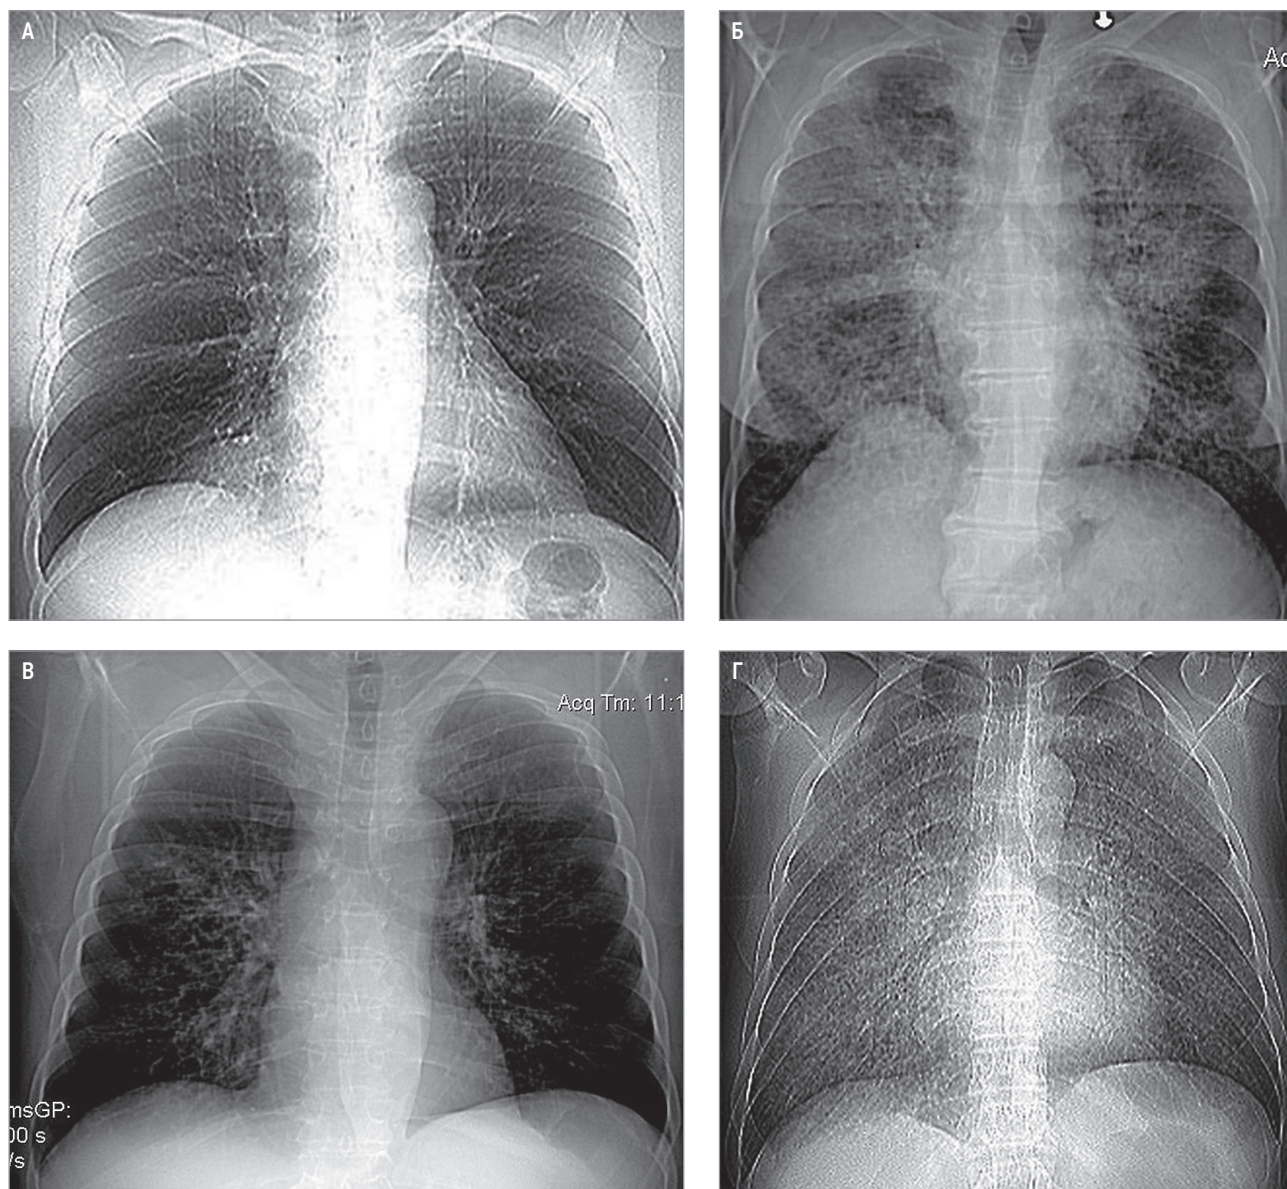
Варианты рентгенологической картины легочного альвеолярного протеиноза: А – отсутствие изменений на рентгенограммах; Б – двусторонние мелкоочаговые затенения, имеющие тенденцию к слиянию и локализованные преимущественно в средних легочных полях; В – прикорневая крупноочаговая деформация легочного рисунка в результате суммации уплотнения внутри- и междолькового интерстиция; Г – равномерное двустороннее снижение пневматизации легочной ткани в результате поражения преимущественно внутридолькового интерстиция
